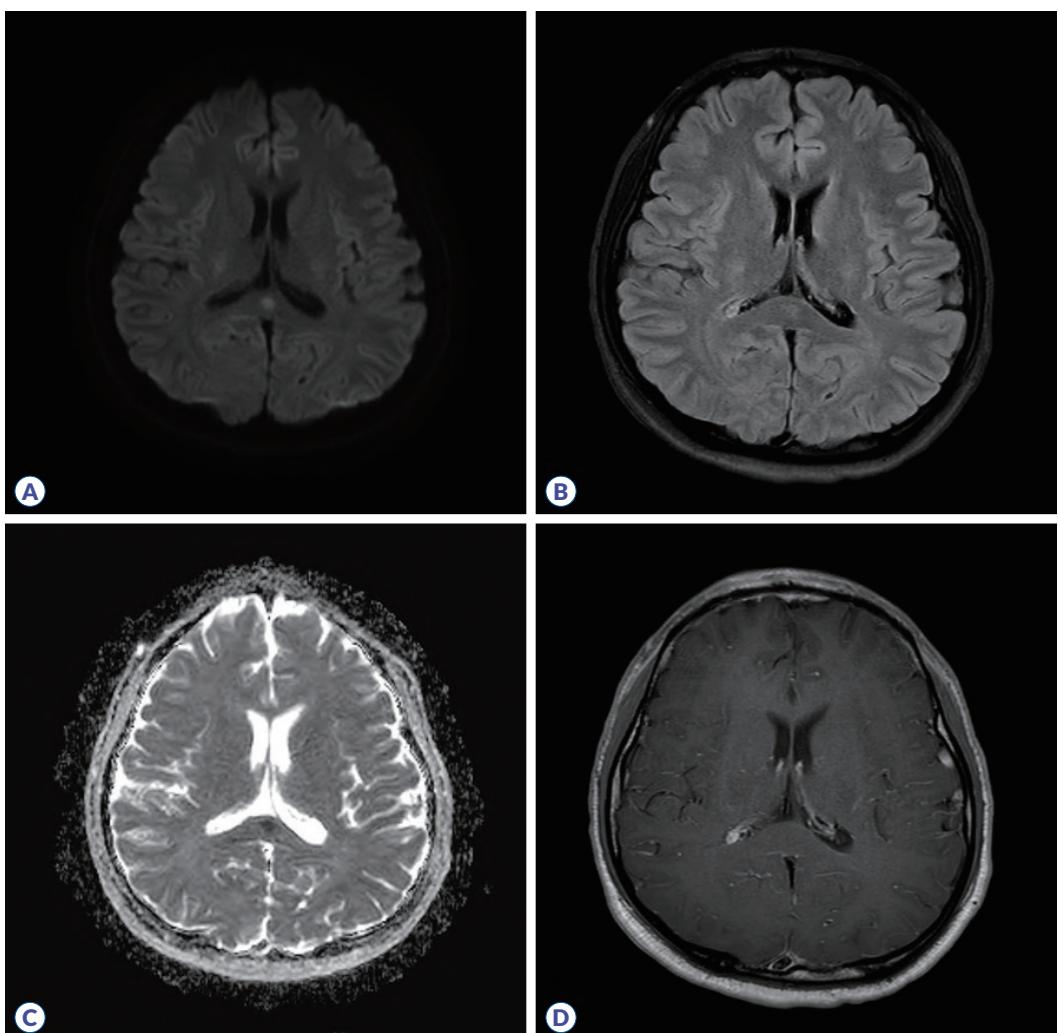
Magnetic resonance imaging of the brain on admission. Diffusion-weighted (A) and fluid-attenuated inversion recovery (B) imaging show a hyperintense signal on the splenium of the corpus callosum. The apparent diffusion coefficient (C) show a hypointense signal. T1-weighted imaging with contrast material (D) show an isointense signal that was not enhanced by contrast material.
